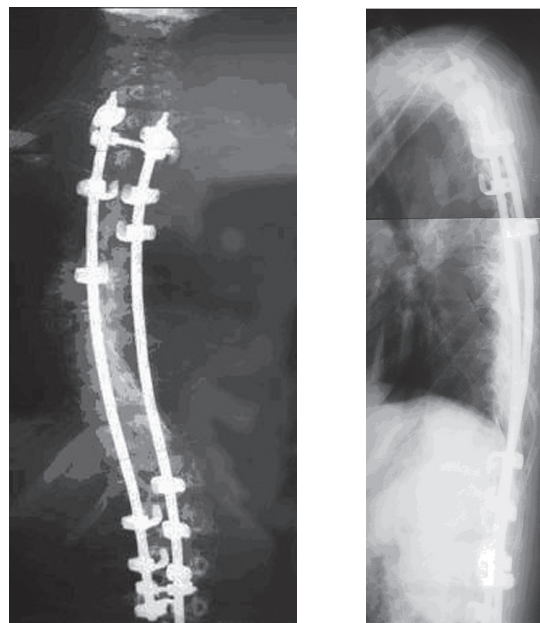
Рентгенограммы позвоночника в прямой и боковой проекциях больной Ю. после операции
